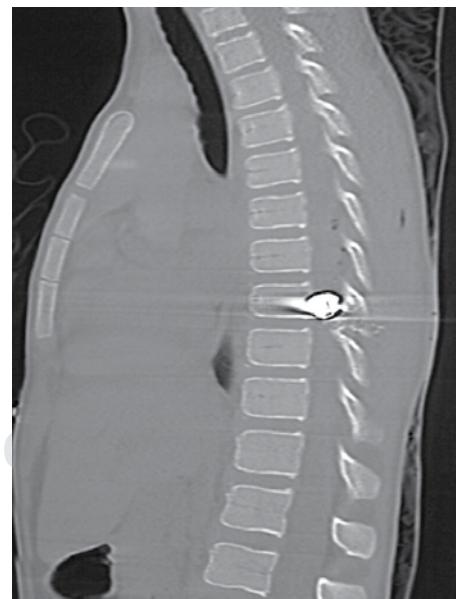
Tomografía corte sagital. Se aprecia proyectil de arma de fuego a nivel de T7.
